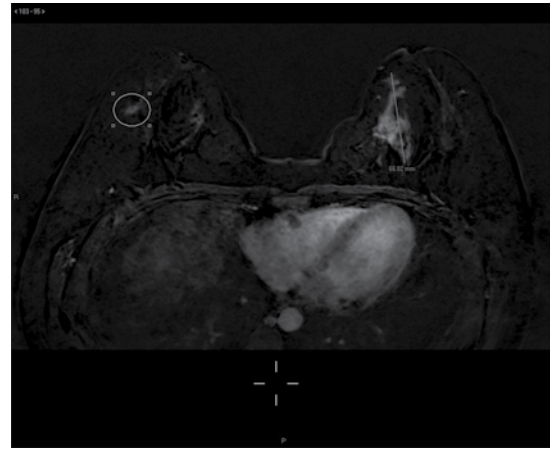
Indicación de resonancia magnética de mama. Cáncer en mujer joven (menor de 40 años) y mama densa. Corte axial, secuencia T1 con sustracción fase 2 dinámica: extensa región de realce no-masa, 8 cm de longitud, sospechosa de malignidad (tumor contralateral), no identificada en estudios convencionales.
